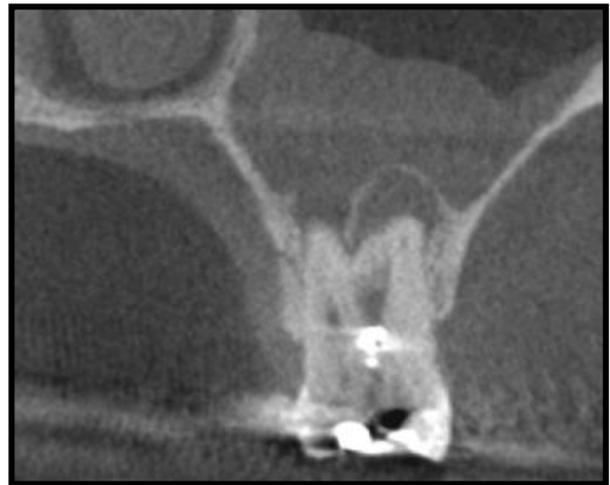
corte para-sagital mostrando o dente 26 com alteração inflamatória periapical devido a necrose pulpar por fratura em câmara pulpar, separando as raízes vestibulares da palatina. Observa-se nitidamente neste corte rarefação óssea em região de furca, sinalizando possibilidade de trinca ou fratura nessa região.
